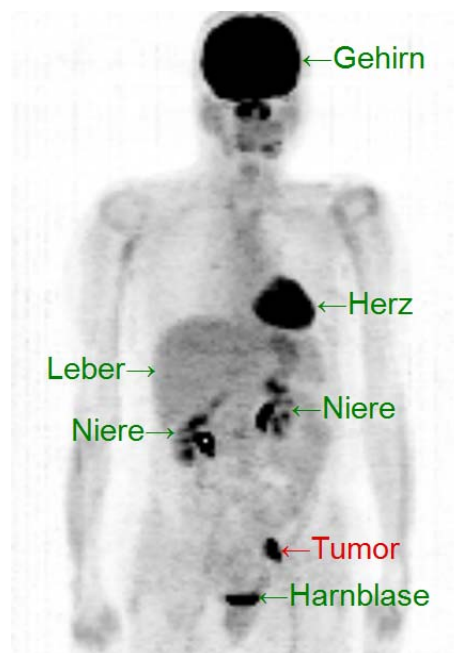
Beispiel für die nuklearmedizinische Tumordiagnostik mit der so genannten Positronen-Emissions-Tomographie (PET) mit einem radioaktiv markierten Zucker, der sich in Geweben mit hohem Zuckerstoffwechsel anreichert. Neben Gehirn, Herz etc. stellt sich auch Tumorgewebe dar.
